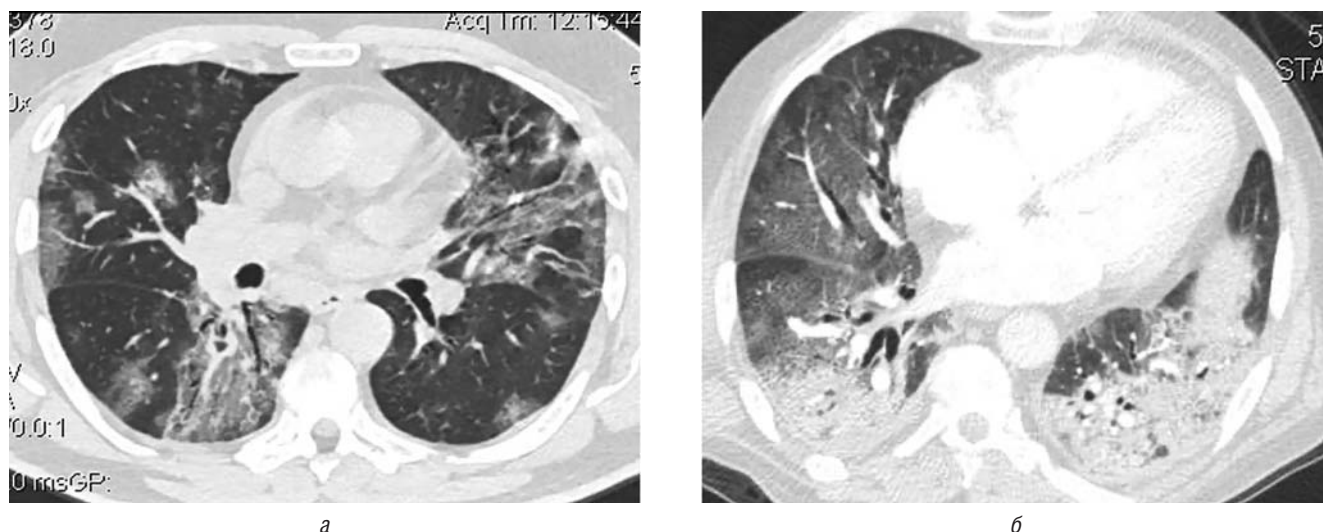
МСКТ пациентов с эмфизематозным (а) и бронхитическим (б) фенотипами хронической обструктивной болезни легких
